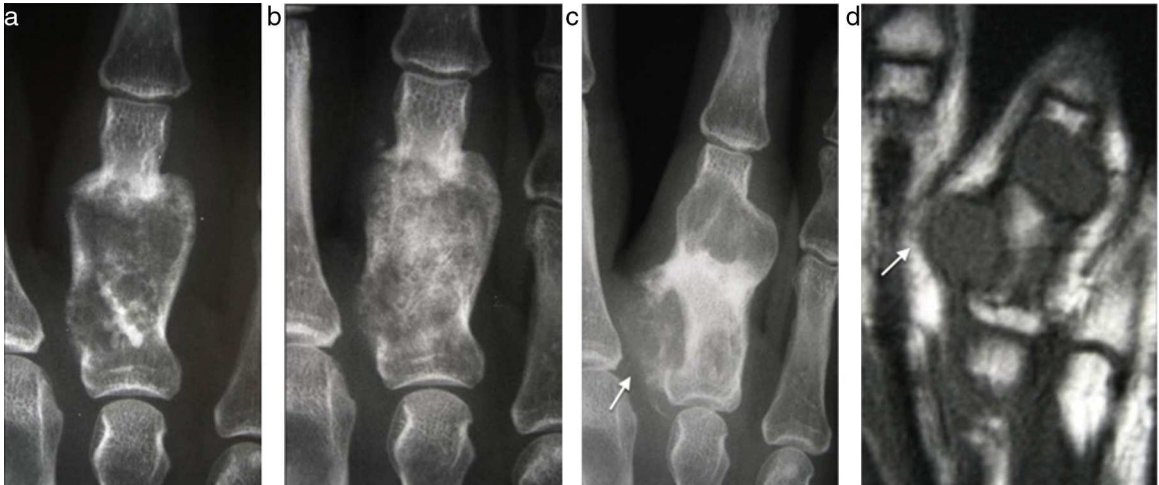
Condrosarcoma secundario de la falange proximal sobre un encondroma preexistente. a) Radiografía de la falange proximal con una lesión lítica expansiva con calcificaciones centrales. b) Apariencia tras curetaje e injerto óseo; el diagnóstico fue de encondroma. c) Dos años después la radiografía muestra dos lesiones líticas, una de ellas con destrucción de la cortical y masa de partes blandas con calcificaciones (flecha blanca). d) La imagen coronal potenciada en T1 se correlaciona con los hallazgos de la radiografía simple (flecha blanca). La biopsia de las lesiones mostró un condrosarcoma de bajo grado que requirió amputar el dedo.
